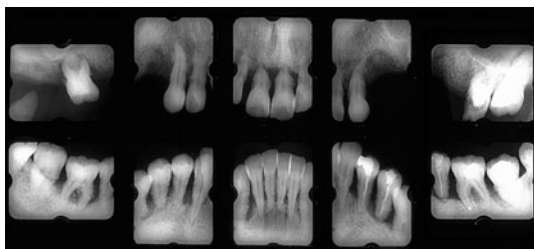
初診時のX線写真(1985/02/04)
